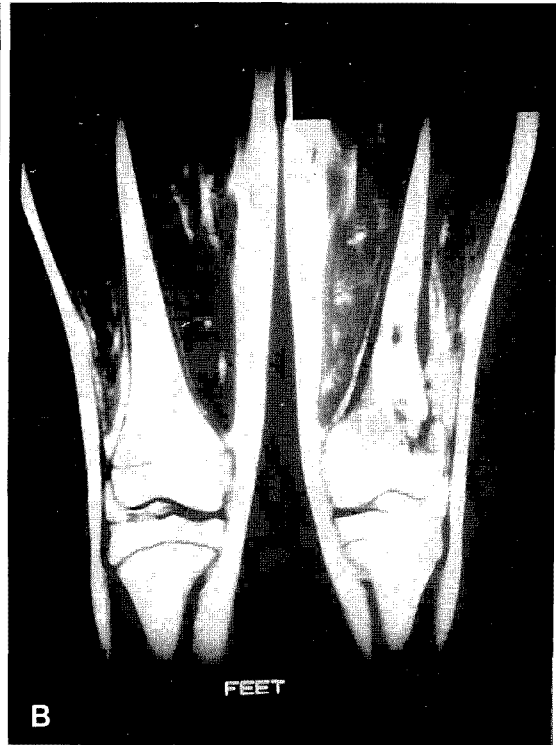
A. Preop. MR image in coronal projections showed destructive lesion with mixed signal on the metaphyseal area of the distal femur. The anterolateral cortex of the distal femur was destruction, and the lesion extended to the adjacent vastus intermedius and vastus lateralis muscle and fascia. And also noted destruction of the lateral part of the epiphyseal line with involvement of the proximal portion of the epiphysis.
